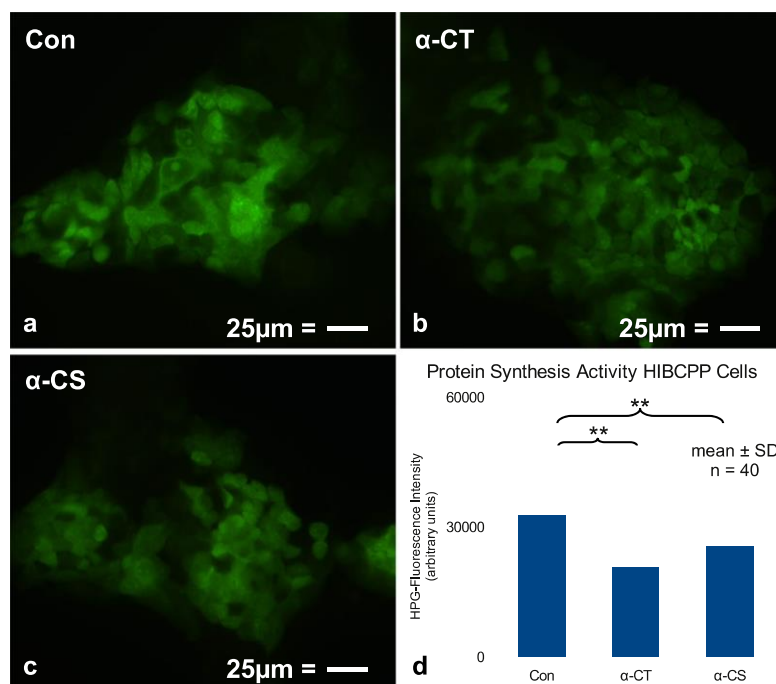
Functional effects of antibodies directed towards either *Chlamydia trachomatis* (α -CT) or *Chlamydomphila pneumoniae* and *C. psittaci* (α -CS) on protein synthesis activity as revealed by the Click-IT HPG Alexa Fluor® Protein Synthesis Assay Kit. a Fluorescence Image of the detection of the protein synthesis activity by the Click-IT HPG Alexa Fluor® Protein Synthesis Assay Kit in a non-treated control culture of HIBCPP cells. b Fluorescence Image of the detection of the protein synthesis activity by the Click-IT HPG Alexa Fluor® Protein Synthesis
